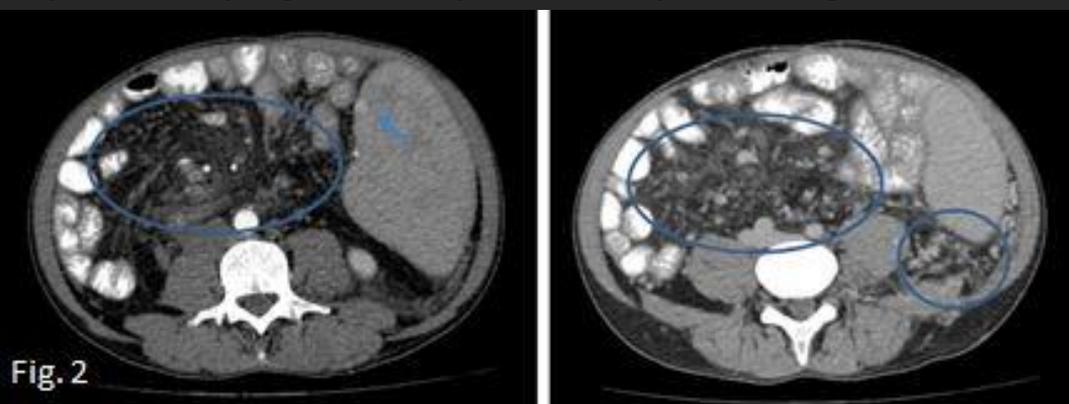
TC Abdominopelvíana donde se evidencia la presencia de várices mesentéricas (círculos) y pequeño angioma esplénico (Flecha)
